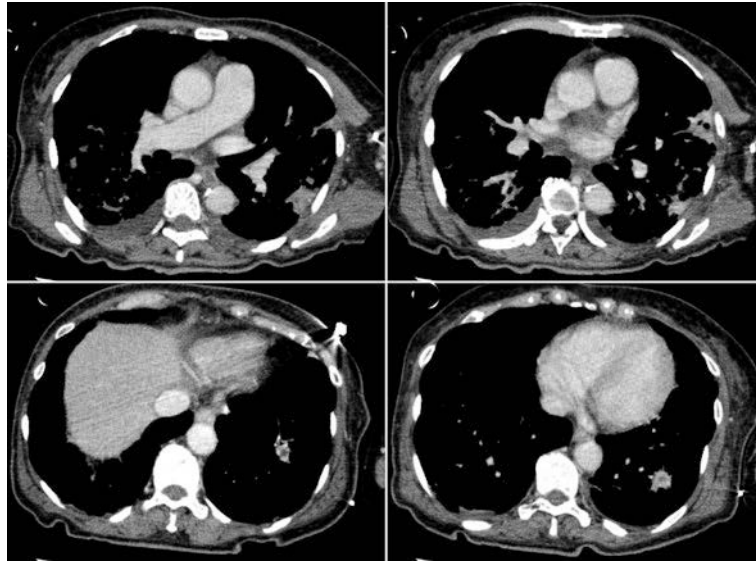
Contrast-enhanced chest CT shows a low-density area in the infiltrate and nodules, one of which has cavity formation.
